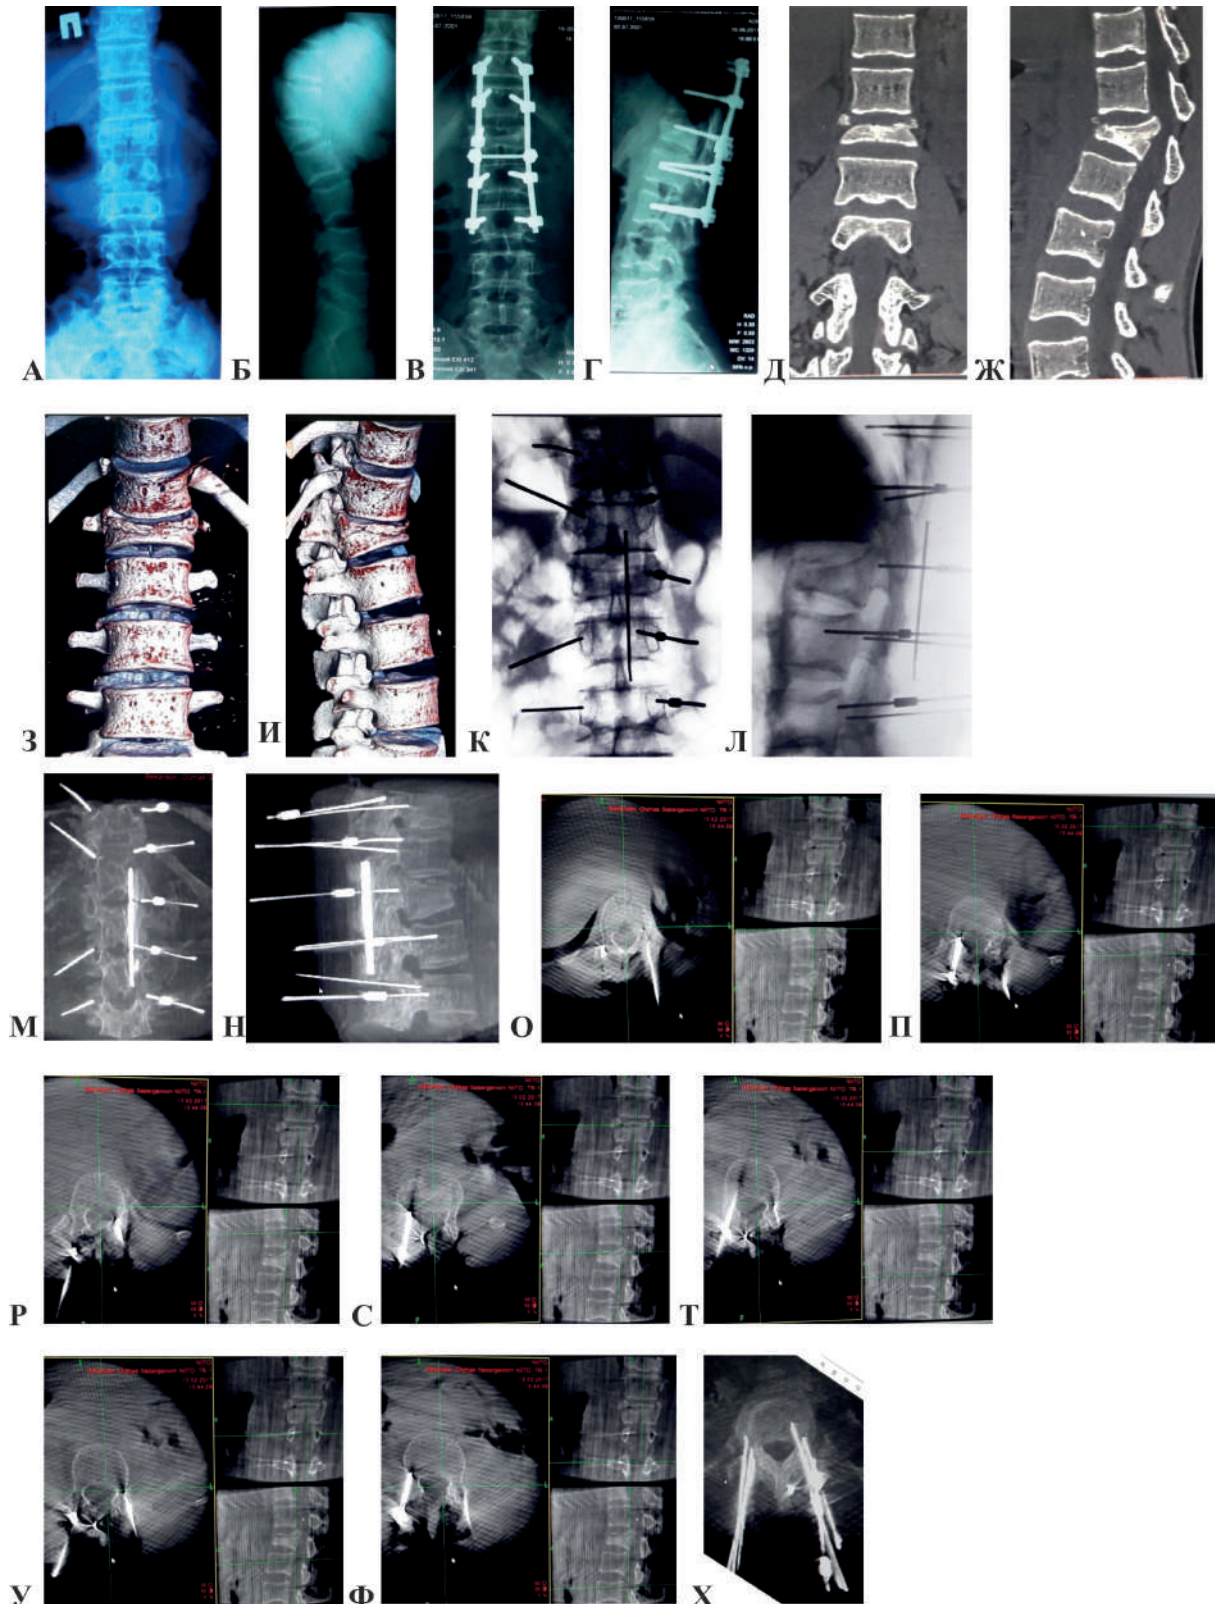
А,Б – рентгенограммы до операции; В,Г – рентгенограммы после операции;
